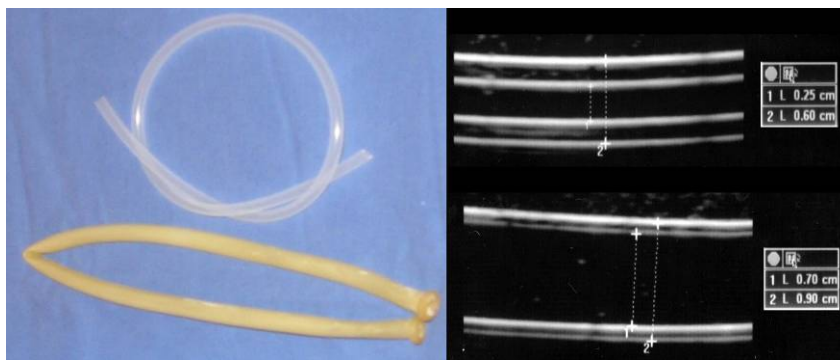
A sinistra: un tubo in silicone (in alto) e un comune laccio emostatico (in basso) sono stati utilizzati per simulare i vasi. A destra: Aspetto ecografico e misura dei diametri dei vasi di simulazione all'interno dei modelli in agar.
